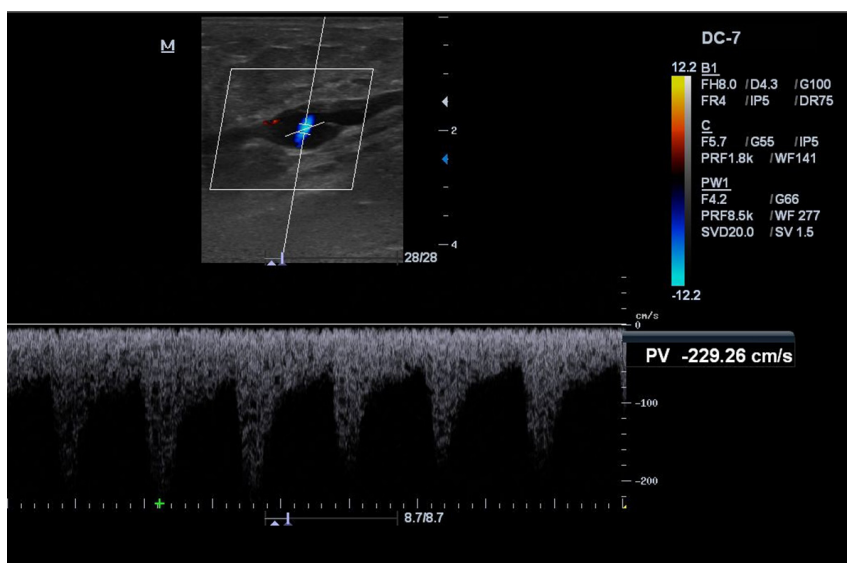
Sonographic image of the mid-distal segment of the lateral accessory saphenous vein (LASV) showing low resistance pulsating flow, with continuous ascending flow and no interference from respiratory rhythm or response to the Valsalva maneuver or distal compression.
